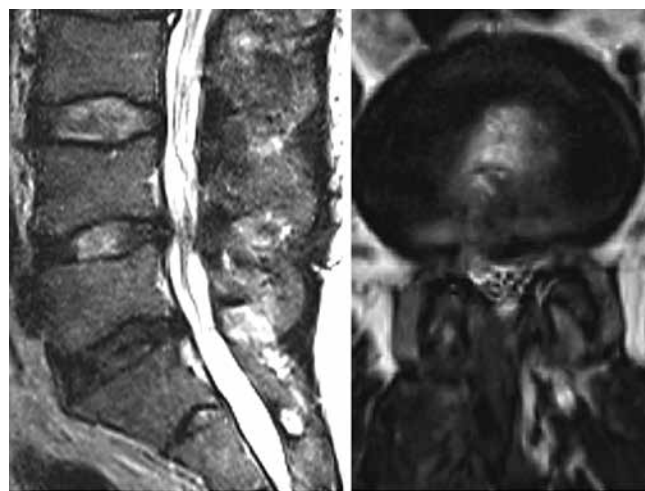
Магнитно-резонансная томография поясничного отдела позвоночника
